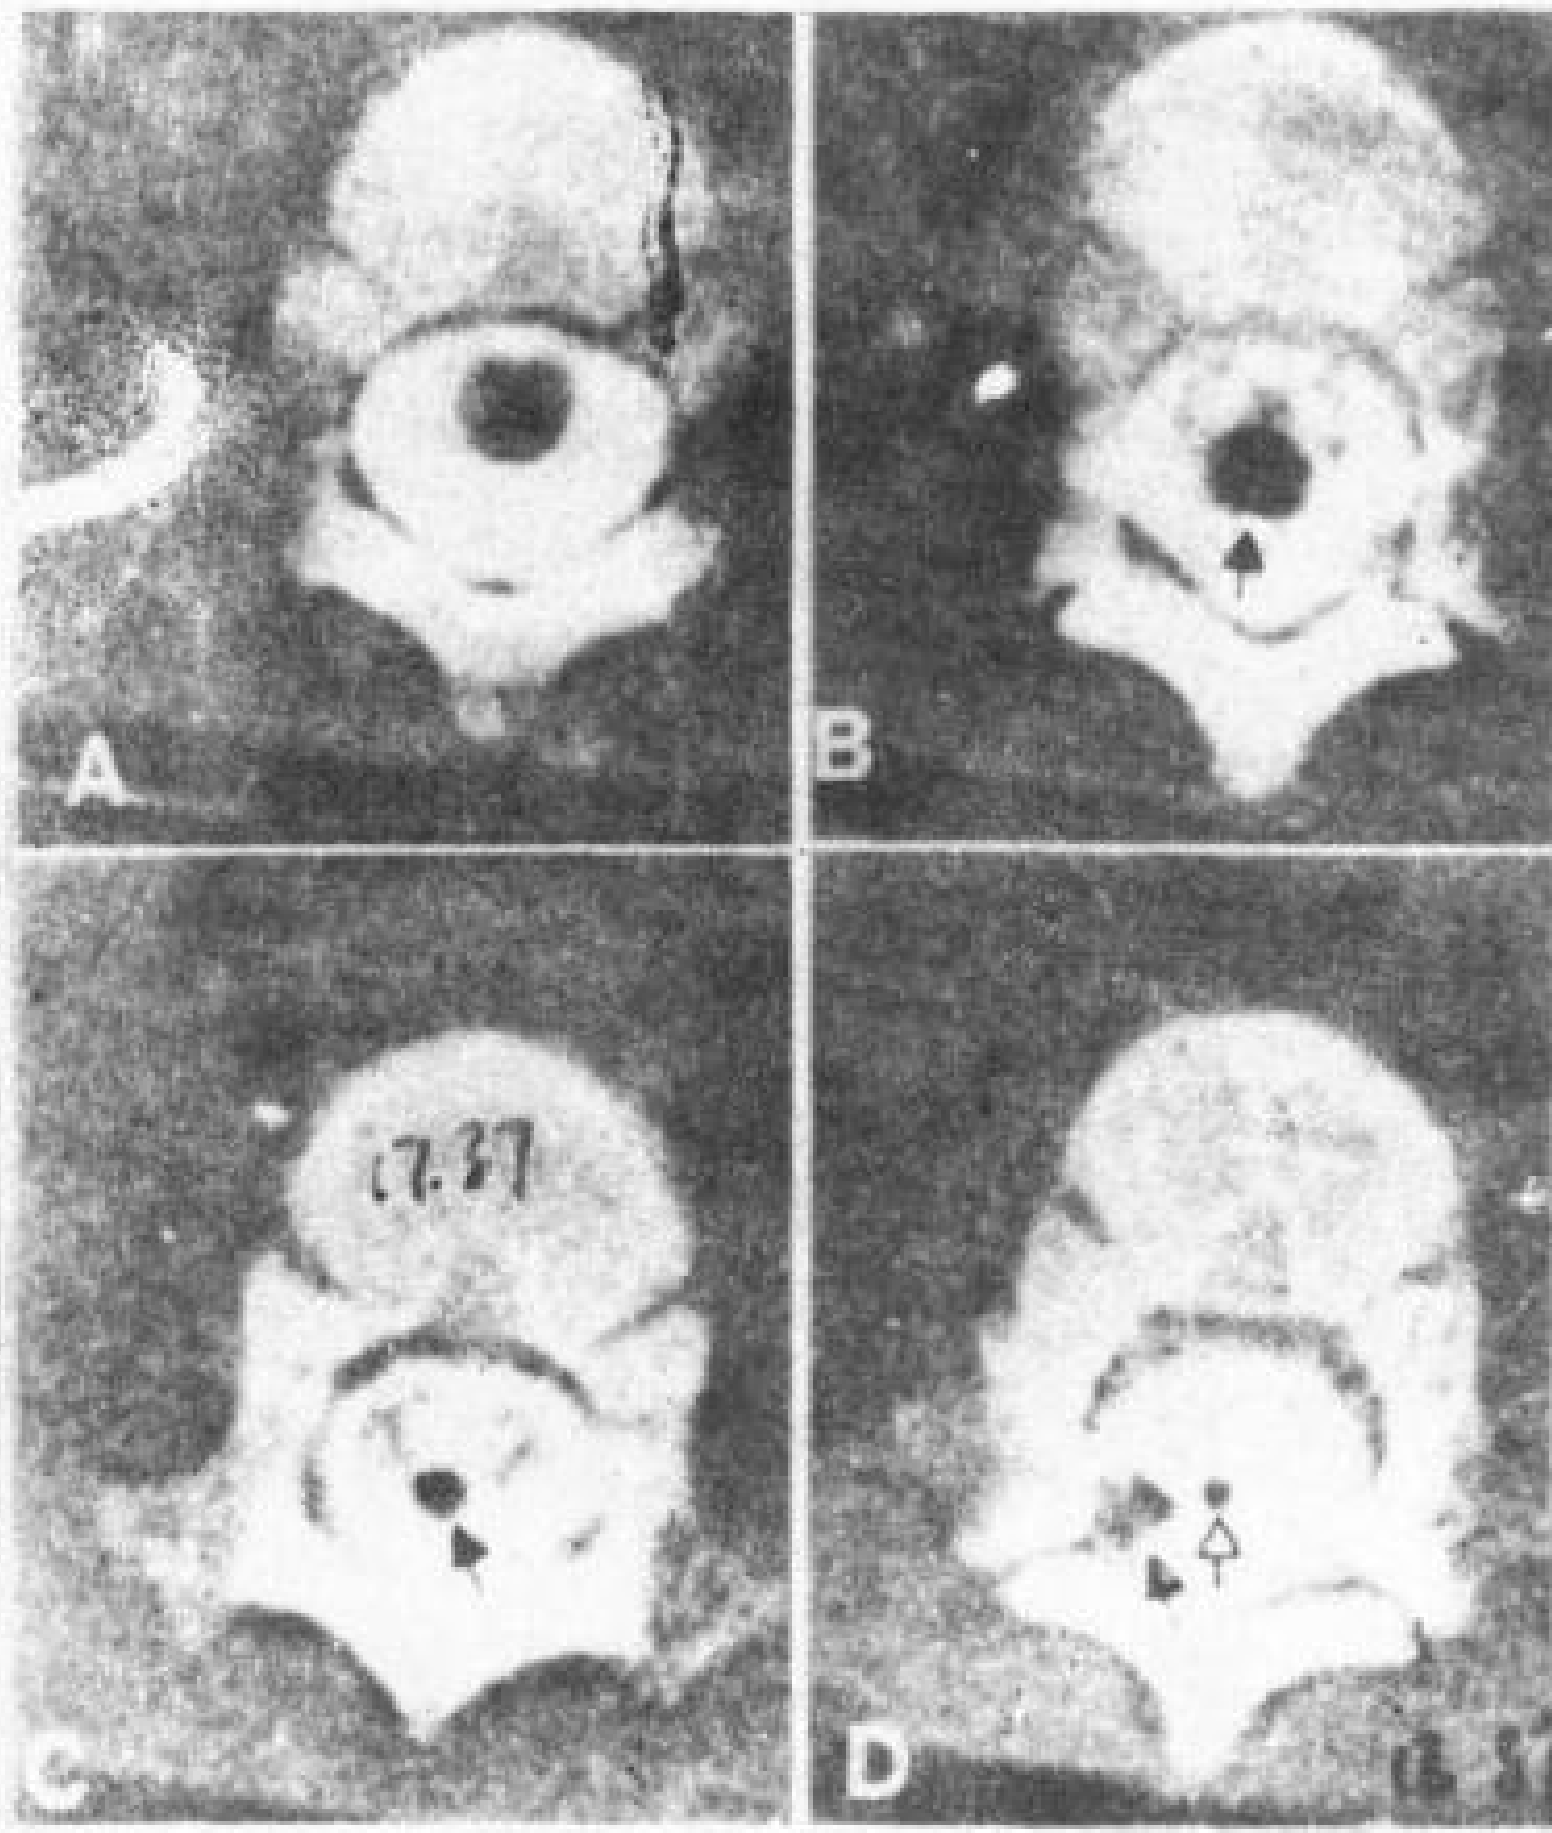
圆锥硬膜内脂肪瘤,有脂肪与硬膜相连。1岁男孩,腰骶部有一小肿块。CT脊髓造影。
